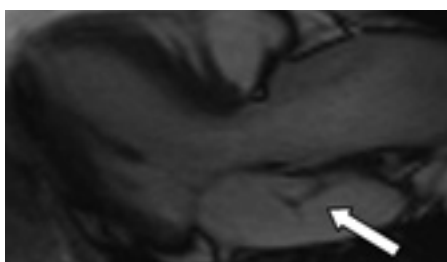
Parasternal langakseavbildning med transtorakal todimensjonal ekkokardiografi. Det kan skimtes en membran i venstre atrium (pil)
